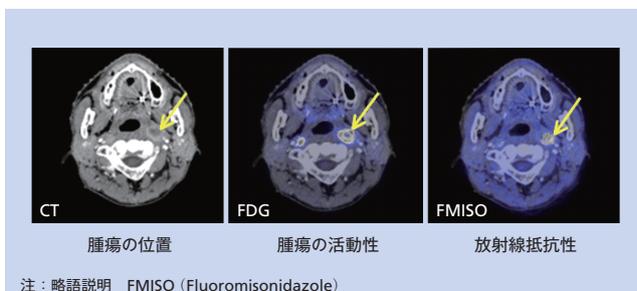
上咽頭がんのCT像とCT像にブドウ糖画像 (FDG)、および低酸素画像 (FMISO) を重ね合わせた画像 (いずれも半導体PETを利用)
